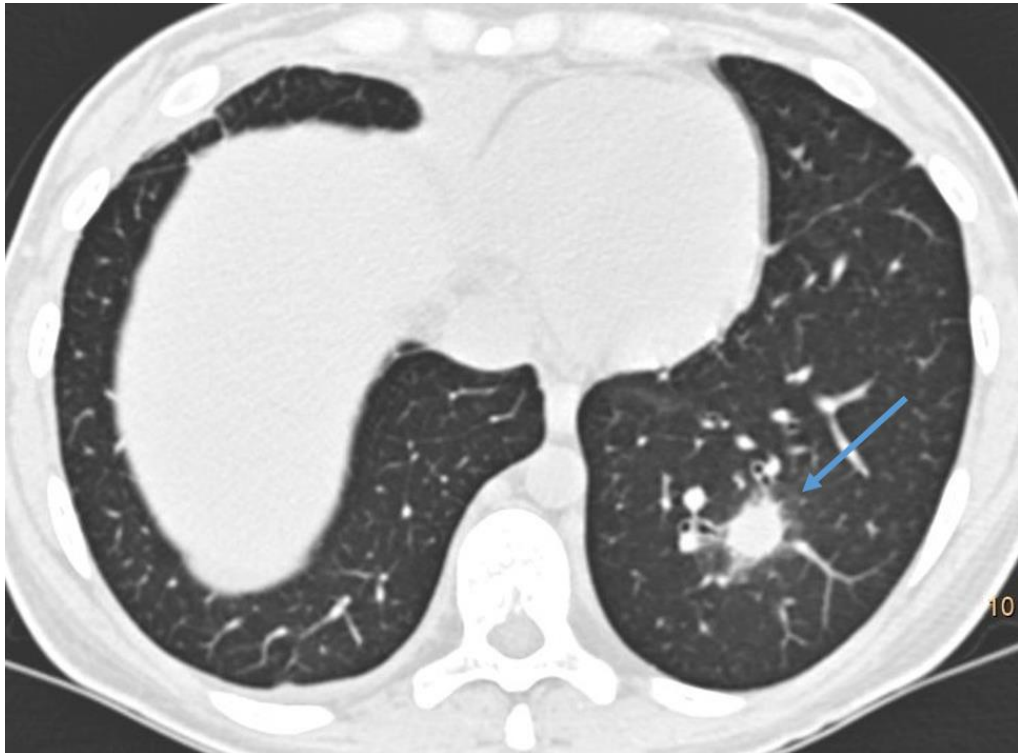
КТ груди, аксиальный срез.
